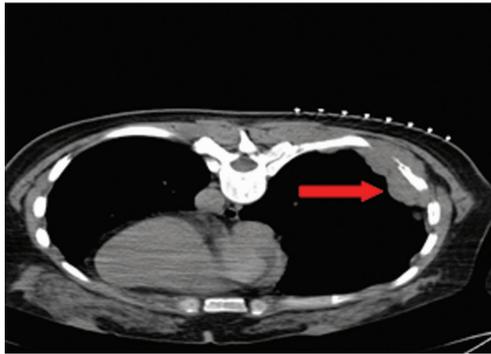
穿刺术前 CT 图像 (右后外侧胸壁多发病变)
